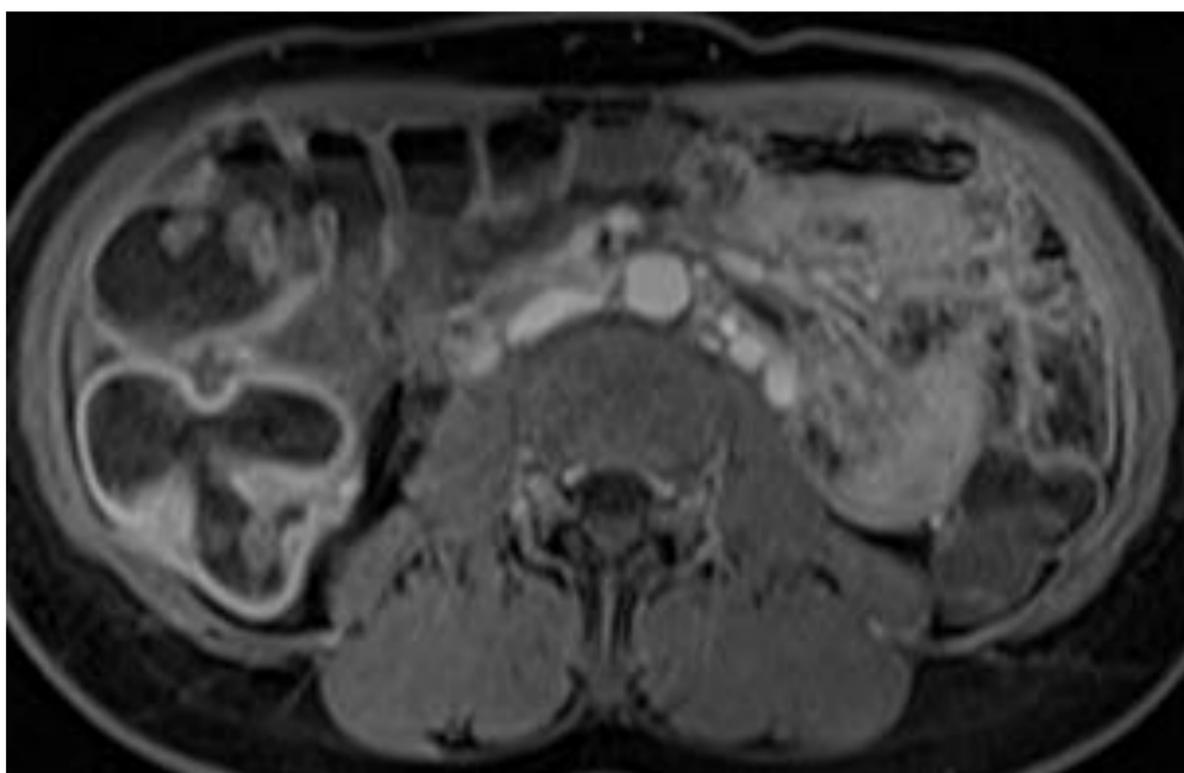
Imagen de RM en incidencia axial potenciada en T2 de estudio de enteroRM donde se aprecia un engrosamiento de la cabeza de páncreas que indica la presencia de componente inflamatorio (pancreatitis autoinmune).
